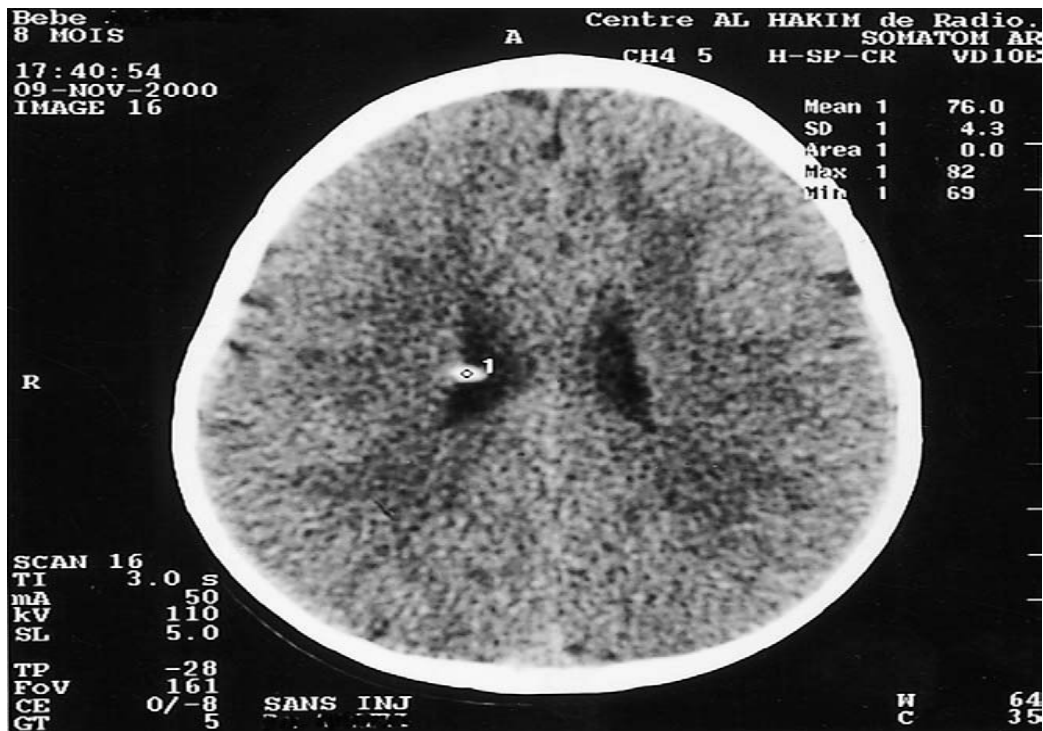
TDM cérébrale sans injection en coupe axiale montrant une calcification sous-épendymaire (tuber cérébral).
